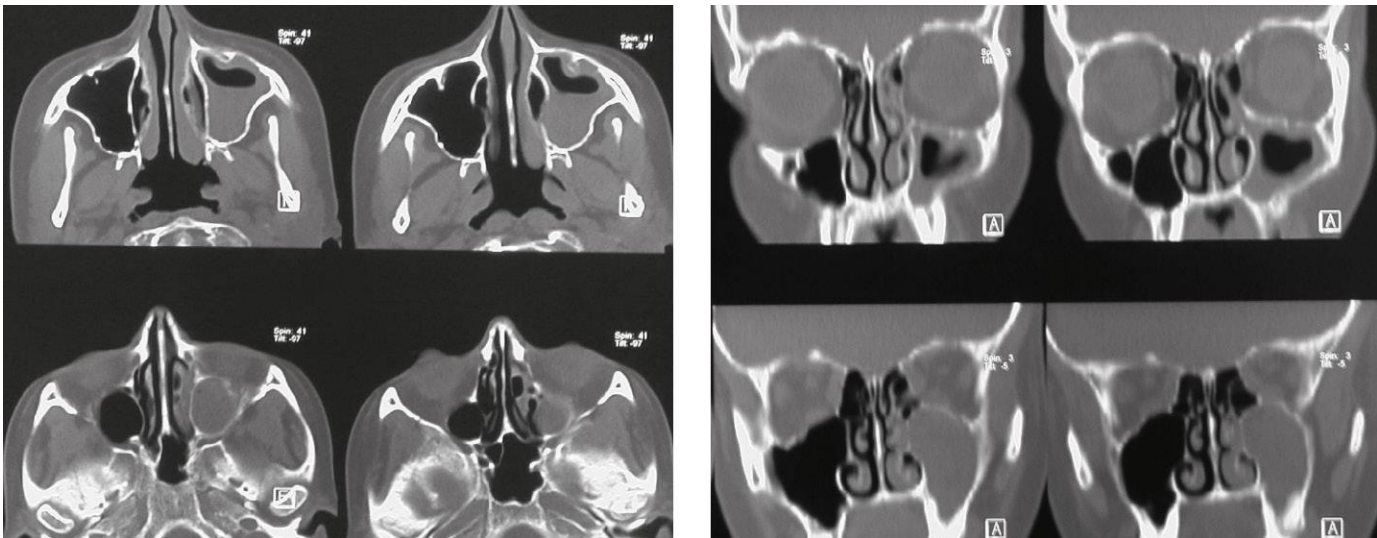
Tomografías computarizadas de los senos maxilares, en las que se aprecia la ocupación del seno izquierdo.
